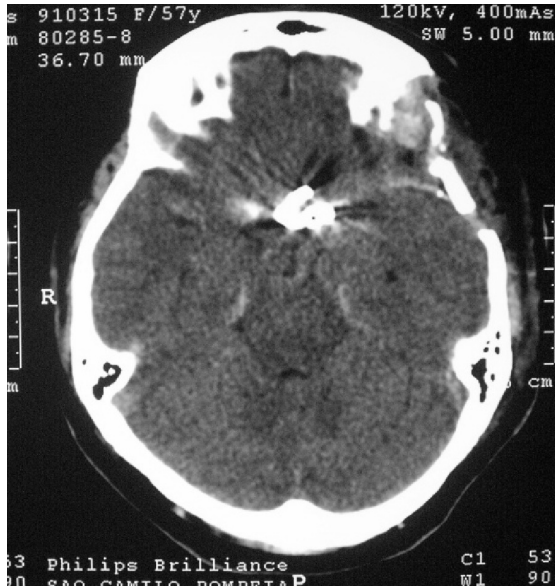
TC, controle pós-operatório, sem áreas de isquemia.
